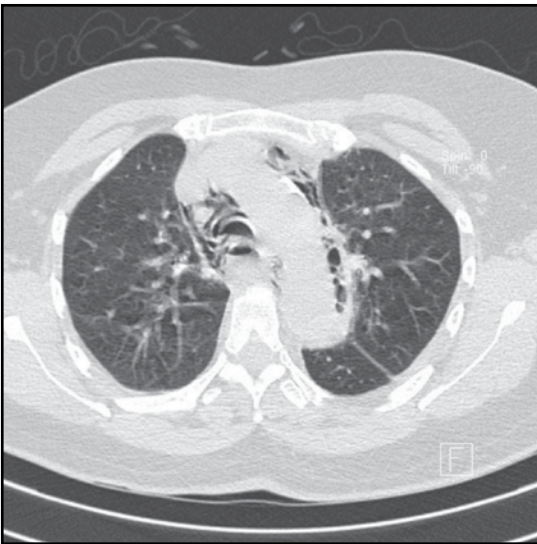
Tomografía de tórax, corte axial, ventana pulmonar. neumomediastino
